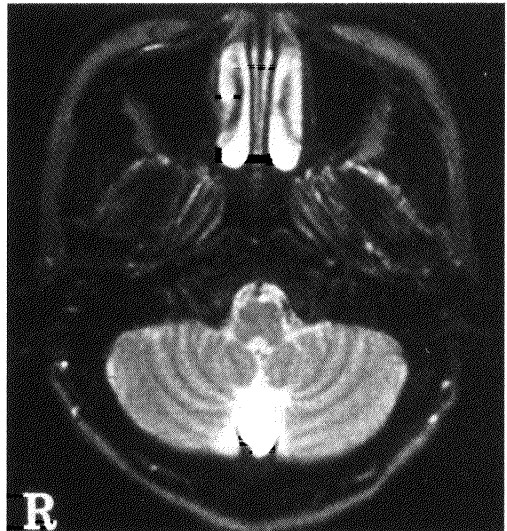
Brain MRI shows that arachnoid cyst in mega cisterna magna is suspected.
